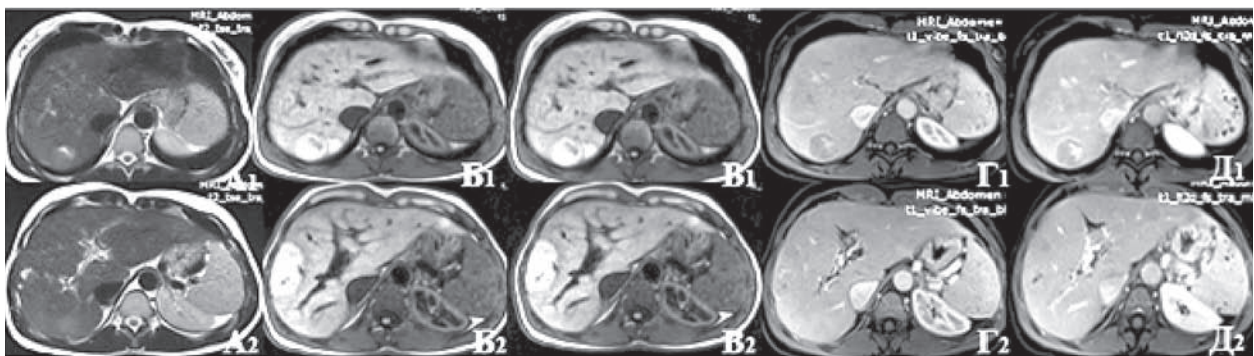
МРТ с болюсным контрастированием «Томовистом» пациентки Б.: А — T2-взвешенное изображение; Б — T1-взвешенное изображение, нативное сканирование; В — T1-взвешенное изображение, артериальная фаза; Г — T1-взвешенное изображение, портальная фаза; Д — T1-взвешенное изображение, ранняя интерстициальная фаза
